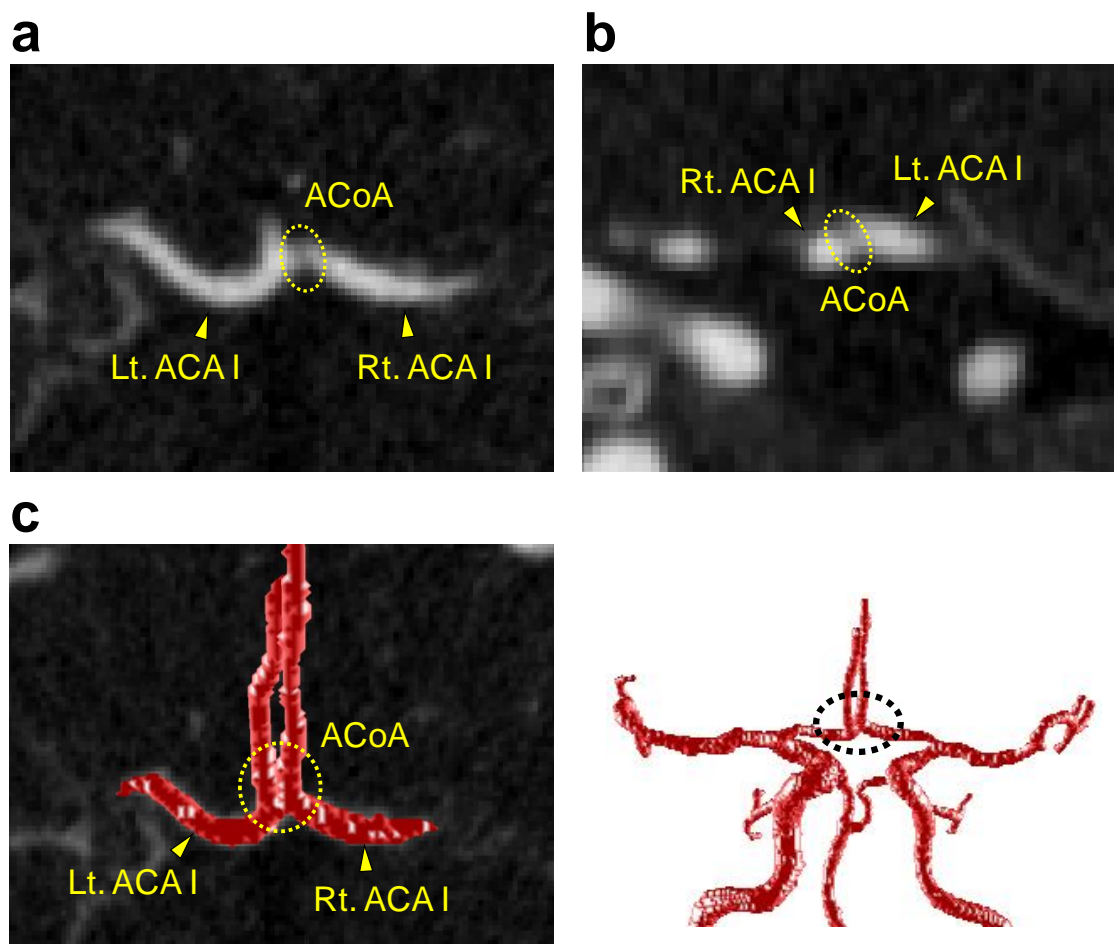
Case 2 の CT 画像. (a) 横断面, (b) 冠状面, (c) 3次元再構築した血管形状. 左右の前大脳動脈をつなげる前交通動脈が画像上認められない.
